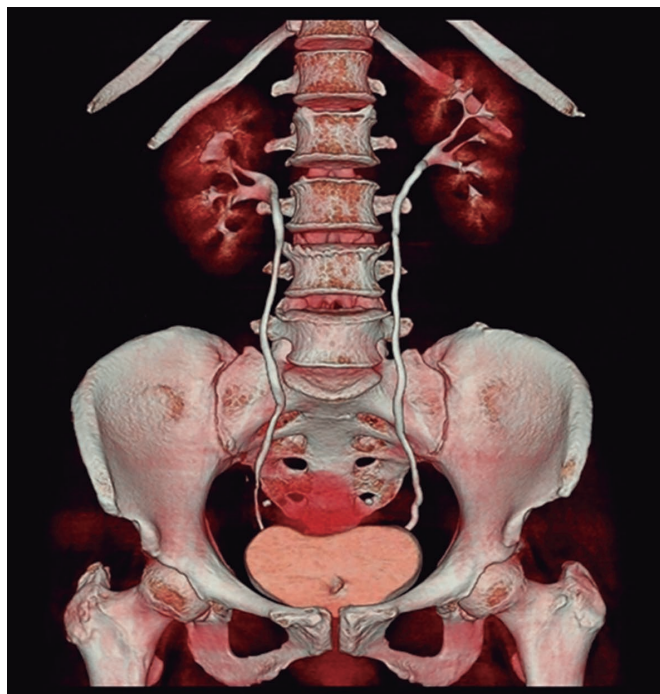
Reconstrucción tridimensional de tomografía axial computada. Abdomen y pelvis con fase de eliminación.
